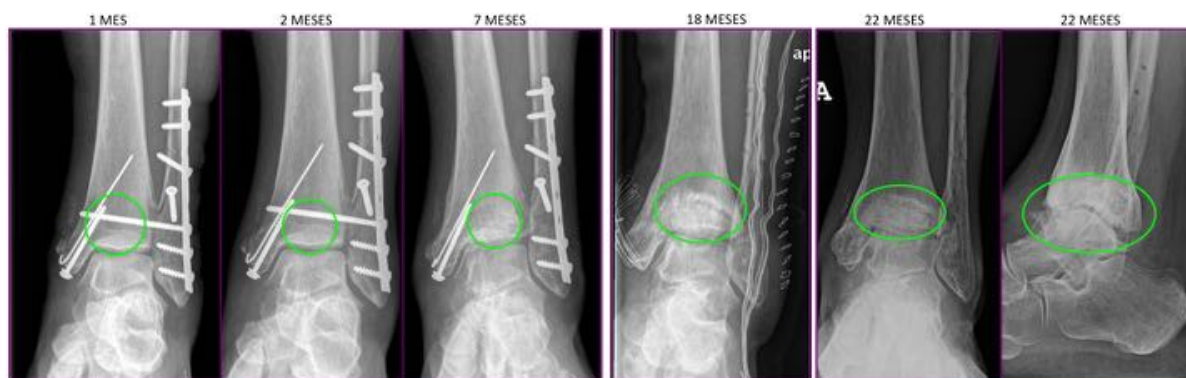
radiografías AP evolutivas; fractura de Maisonneuve sintetizada: cambios progresivos en la densidad ósea en región metafiso-epifisaria distal
